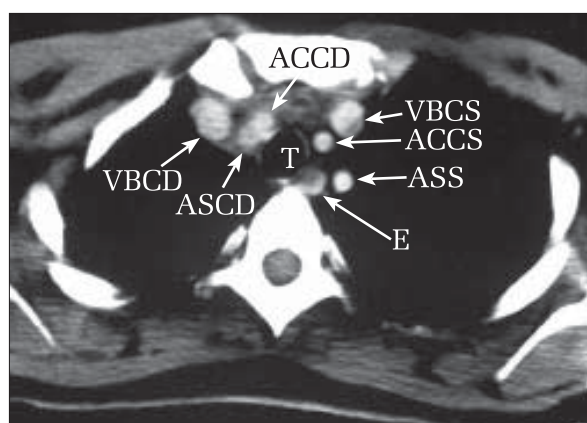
Secțiune axială CT la nivelul orificiului toracic. Se evidențiază: traheea (T), esofagul (E), artera carotidă comună dreaptă (ACCD), artera carotidă comună stângă (ACCS), vena brahiocefalică dreaptă (VBCD), trunchiul brahiocefalic stâng (TBCS), artera subclaviculară dreaptă (ASCD), artera subclaviculară stângă (ASS).
